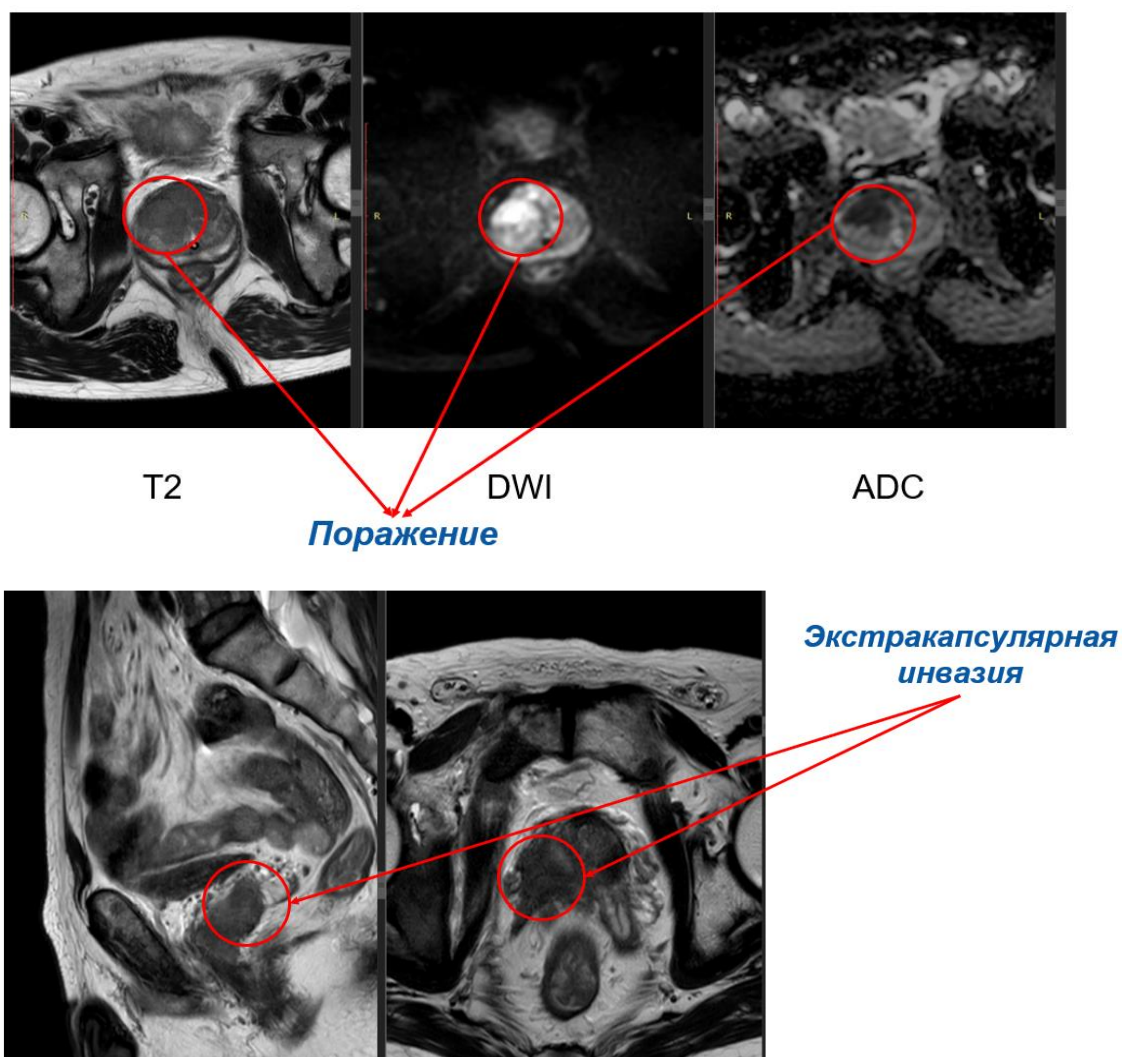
Демонстрация МРТ по критериям включения и исключения для МРТ предстательной железы, где T2 – T2 взвешенное изображение с быстрым эхо вращения, DWI – диффузно-взвешенное изображение, ADC – измеряемый коэффициент диффузии
